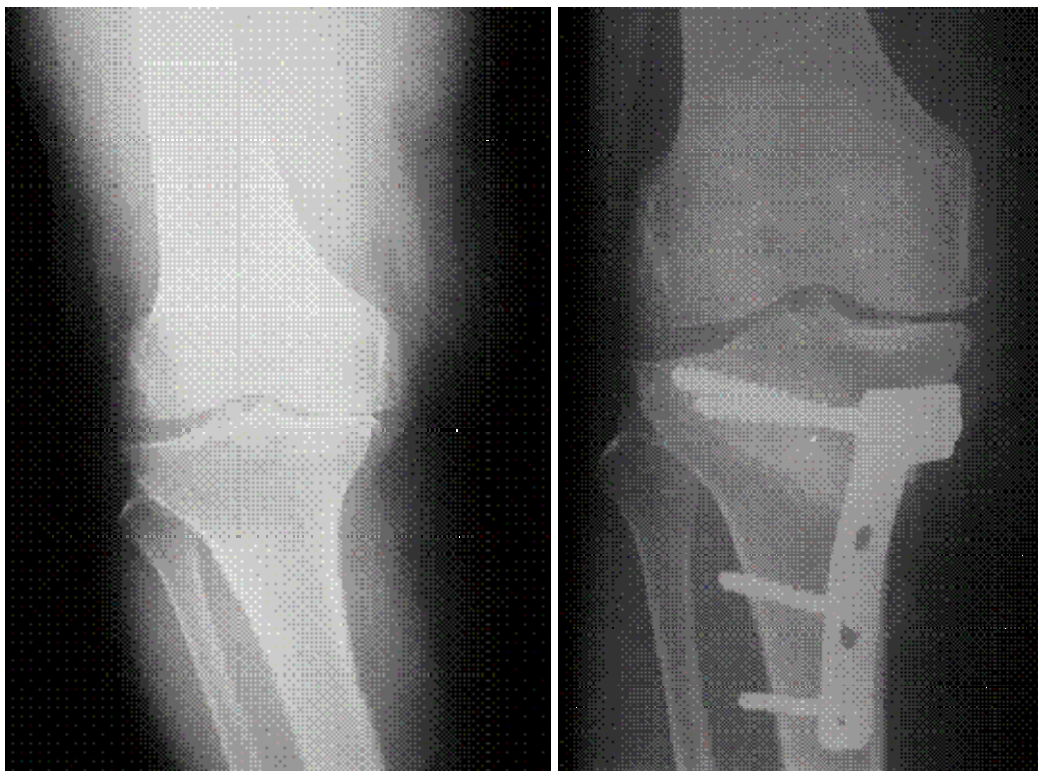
Radiografie preoperatorie Figura nr. 3. Radiografie postoperatorie
